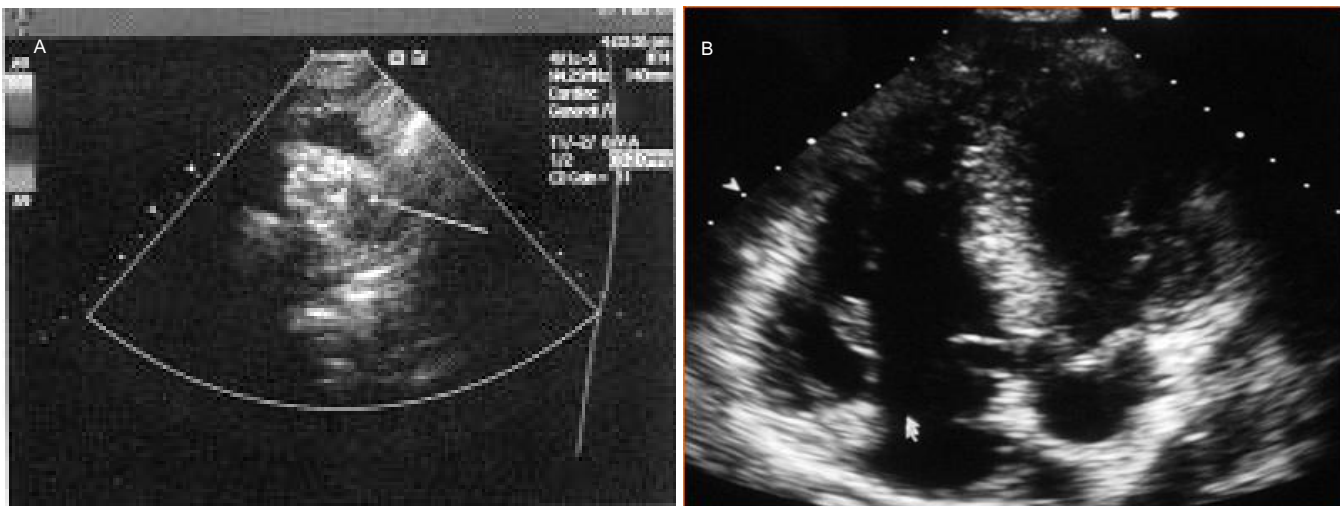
心脏多普勒超声显示动脉导管未闭置入封堵器后封堵器与缺损匹配良好
